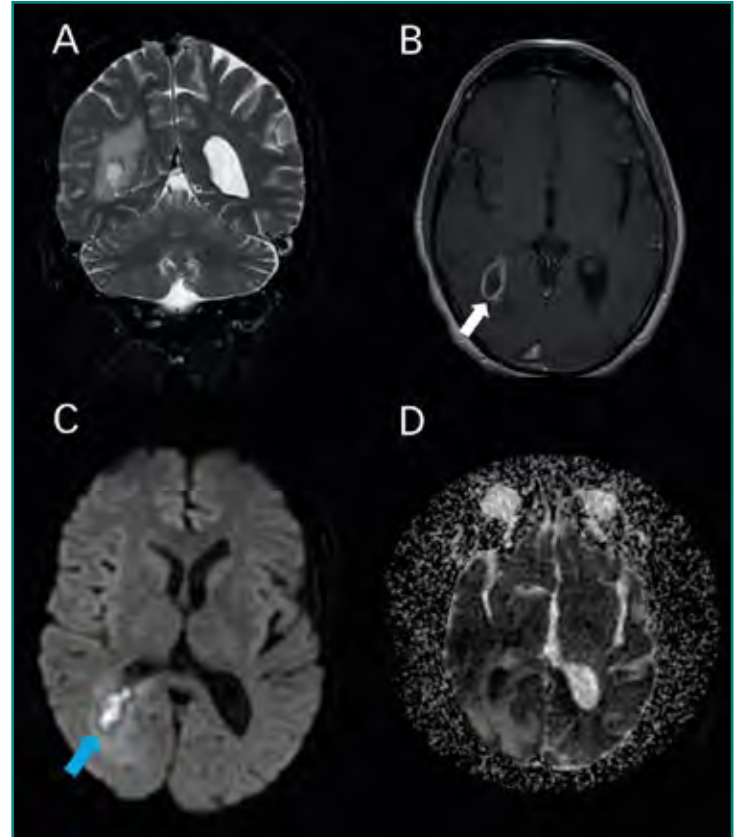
Imágenes de RM (coronal T2, axial T1 poscontraste, difusión y mapas de ADC). A y B: absceso cerebral en fase capsular tardía, con anillo de realce posadministración de contraste i.v. (flecha blanca); C y D: restricción de señal en difusión (flecha azul).
